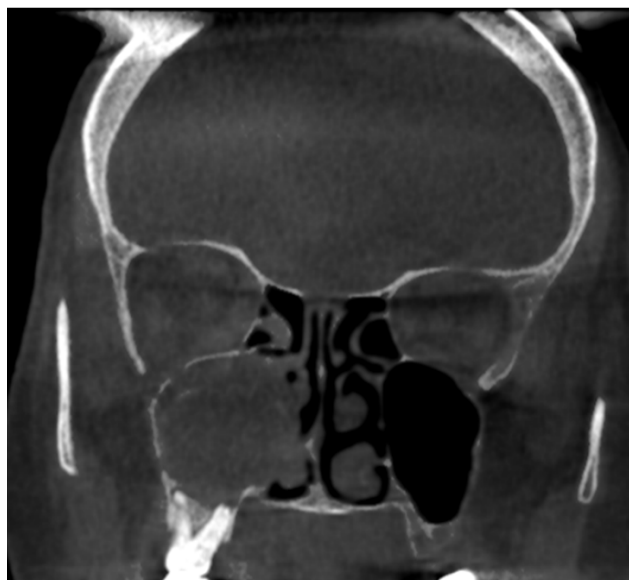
Комп'ютерна томографія ЛОР-органів у коронарній проекції.
